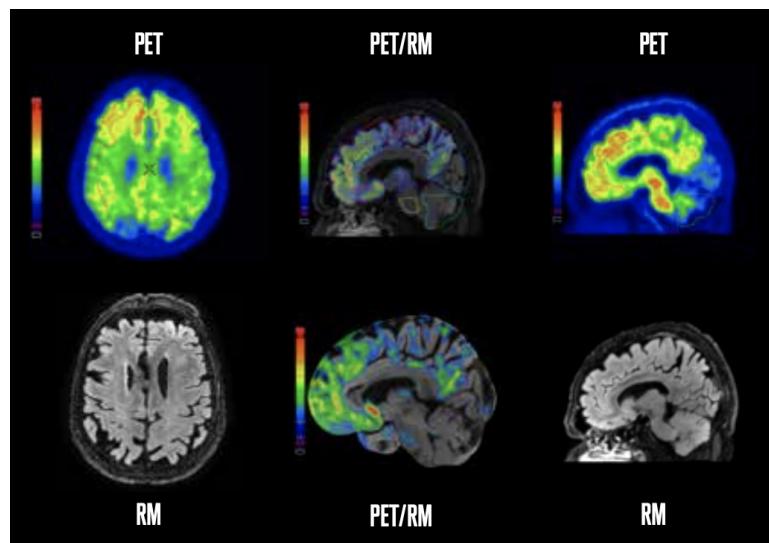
PET/RM en neurología
